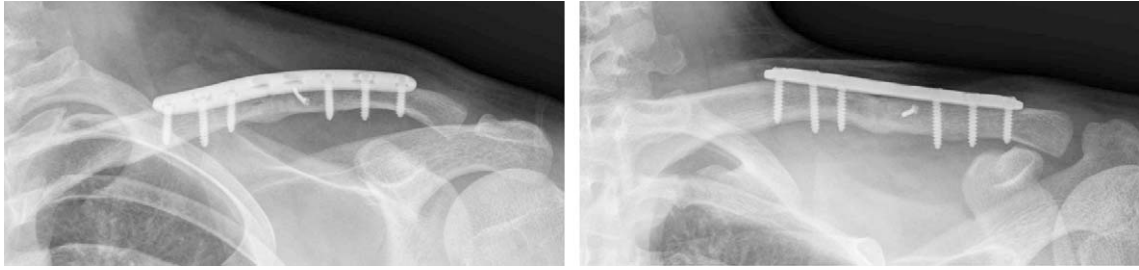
The radiograph 4 month after operation shows complete union.
